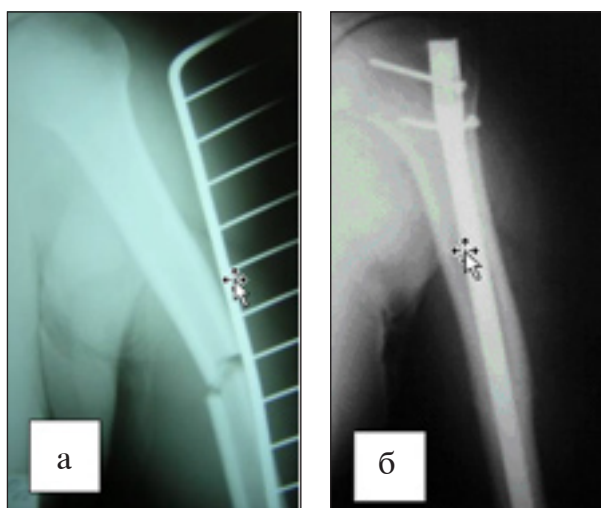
Рентгенограммы пациента Б., 23 лет.
